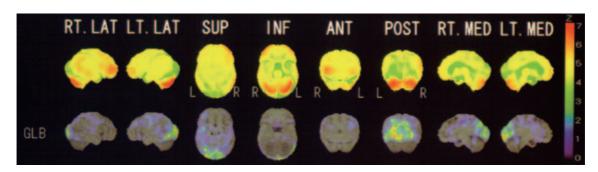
認知症を伴うパーキンソン病患者の脳血流 SPECT 画像
